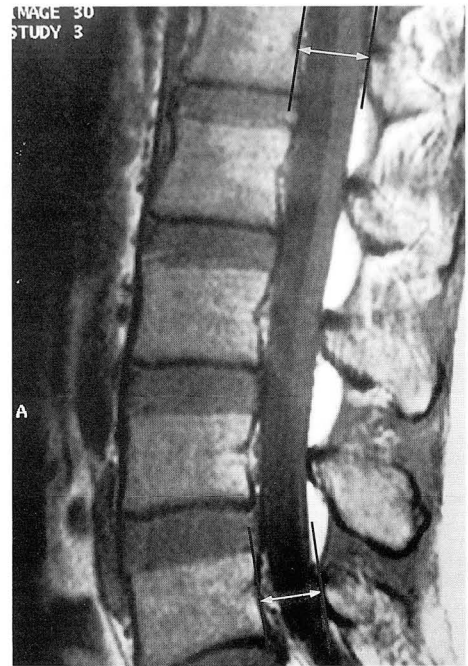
Midsagittal T1-weighted MR image shows how diameters of spinal canal at L5 and L1 were measured to estimate sagittal canal ratio(SCR). A reference line was first constructed parallel to the posterior border of the vertebral body at its midpoint. A second line was then drawn, parallel to the first, at the most anterior aspect of the lamina of the same vertebra along spinolaminar junction. The perpendicular distance (arrows) between them was measured.
